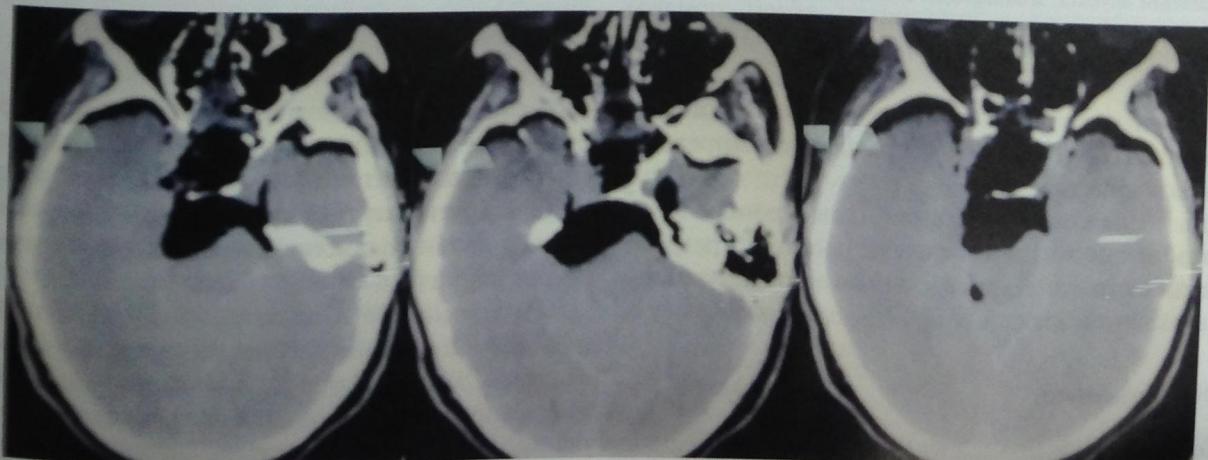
СКТ сразу после операции: полное удаление опухоли (объяснение в тексте).
